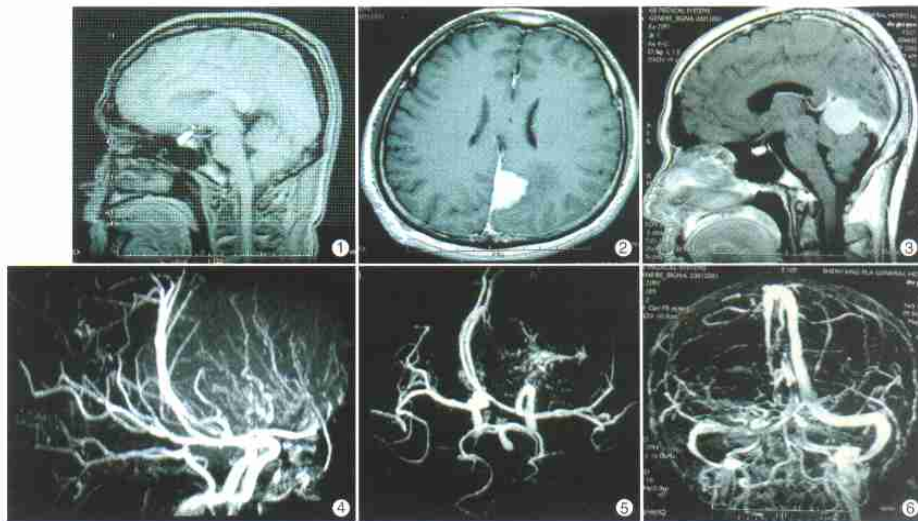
脑膜瘤的 MRI 三维导航重建图像定位扫描像(矢状面), 从颅底向上至颅顶部扫描, 层厚 2mm, 无间隔。
